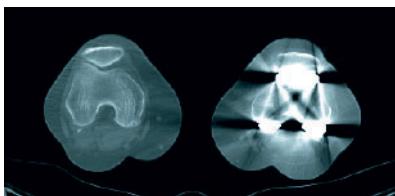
Rotations-CT zur Bestimmung eines Rotationsfehlers der femoralen Komponente.
